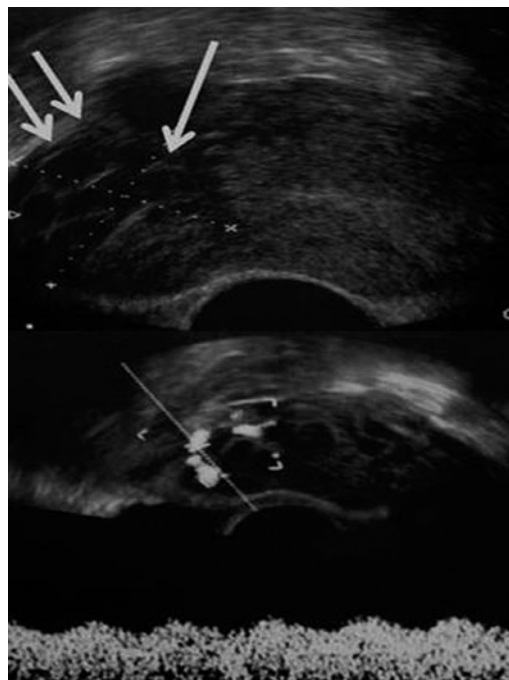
Aspect échographique d'une môle invasive avec infraction du myomètre
